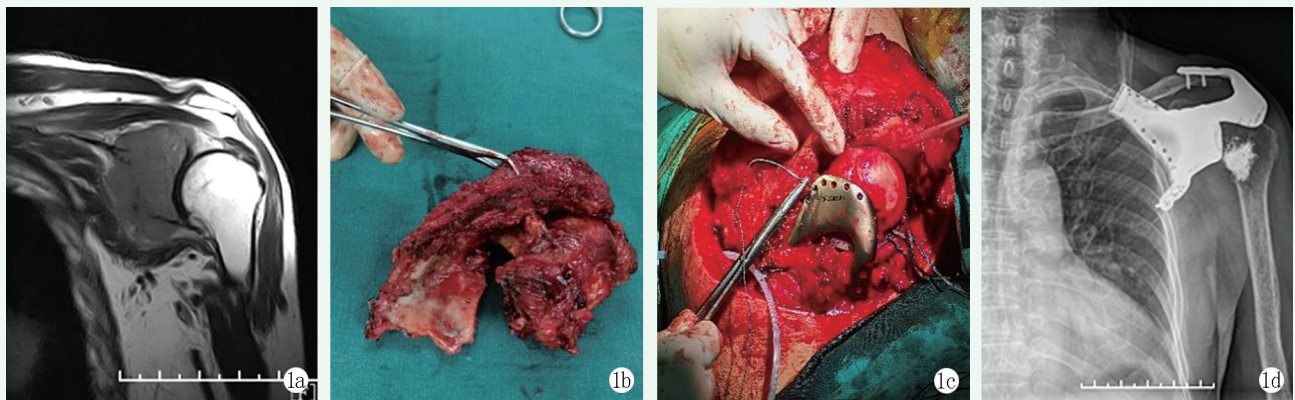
患者男性，72 岁，左肩胛骨前列腺癌骨转移。1a: MRI 示左肩胛骨异常信号，考虑骨质破坏，局部软组织肿块形成可能；1b: 术中切除的巨大肿瘤病灶及肩胛骨；1c: 术中假体置入肩胛空缺处，进行肩关节修复重建；1d: 术后正位 X 线片示假体位置良好，肩关节无脱位。
